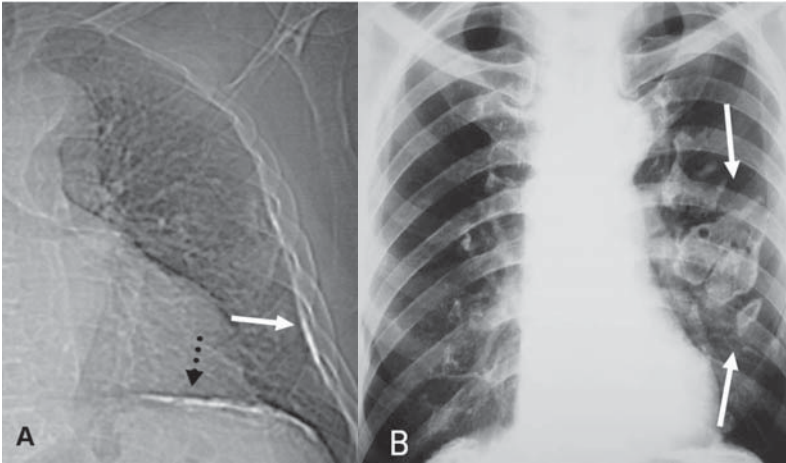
A) Placas pleurais parietal (seta) e diafragmática (seta tracejada) na radiografia de tórax. B) Radiografia do tórax demonstrando placas pleurais parietais em projeção frontal, do tipo face on ou en face (setas)
